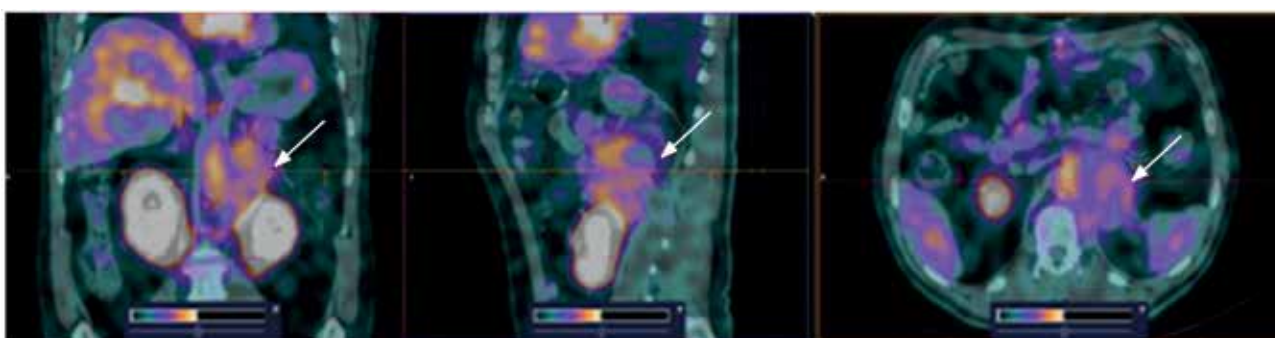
ОФЭКТ/КТ-изображения пациента 1 с фолликулярной лимфомой через 2 ч после введения ^{99m}Tc -ТГ. Визуализируется высокое поглощение ^{99m}Tc -ТГ в опухолевой ткани забрюшинной области ($\text{SUV}_{\text{max}} = 3,9$) (стрелки)
